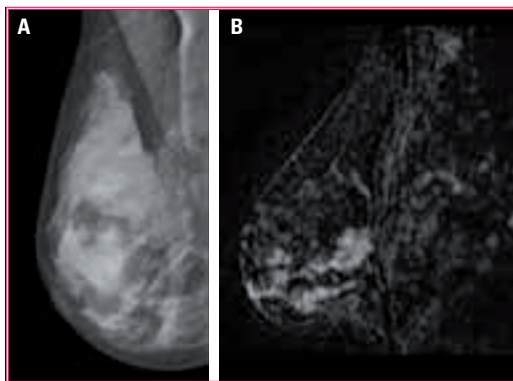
Padrão mamário denso com um carcinoma invasivo G2 e componente in situ extenso associado. A: mamografia. B: ressonância magnética.
